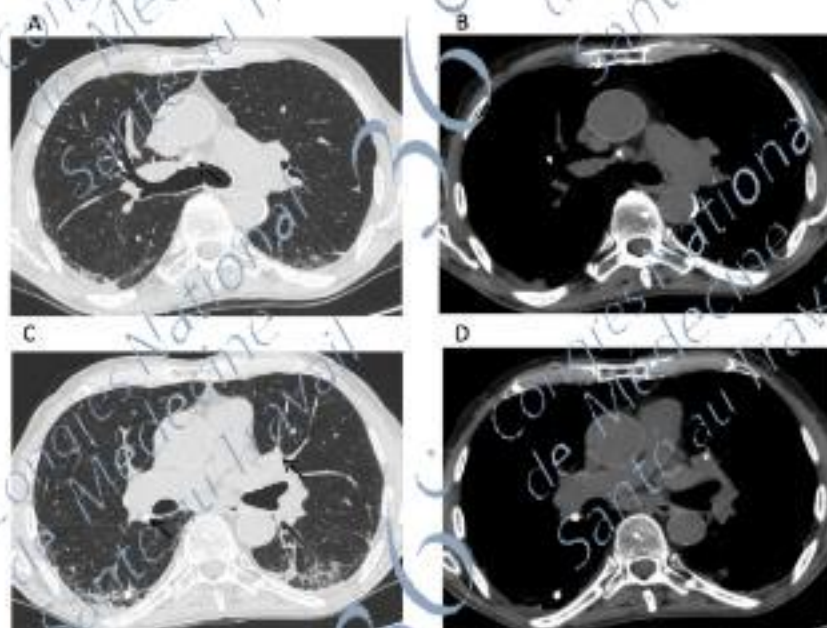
Thoracic lymphadenopathy on high-resolution computed tomography. Calcified lymphadenopathy (LA) in a male 55-year-old patient with occupational silica exposure (such as sand-blasting). Thoracic LA (arrow) defined as mediastinal (A and B) and hilar (C and D) LA, larger than 10 mm of the short axis, with or without calcifications.
